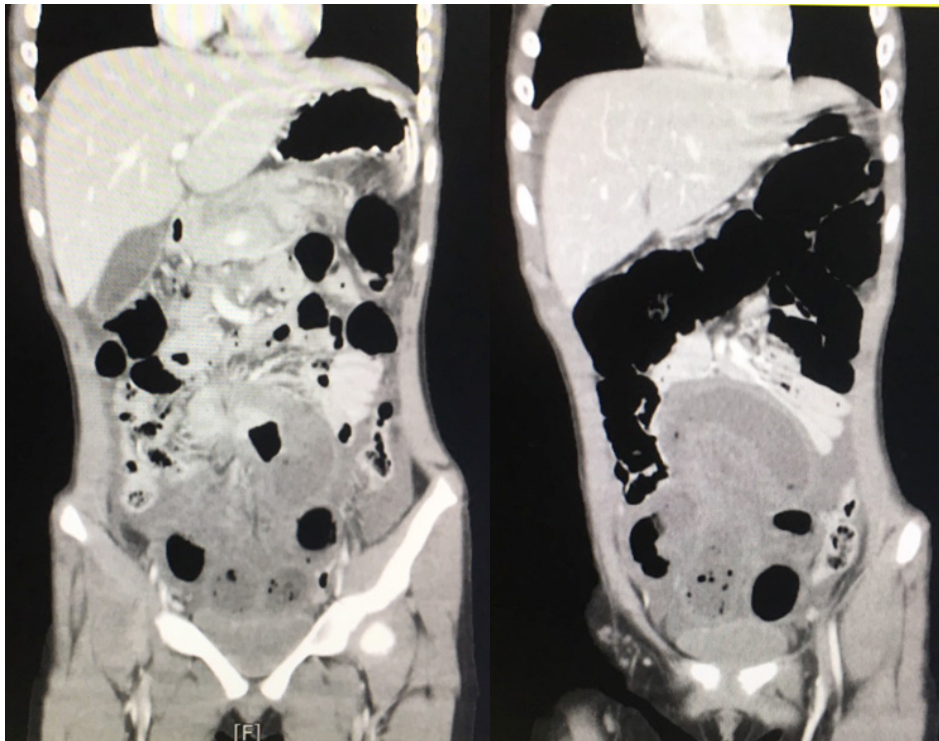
Coronal view of CT whole abdomen show incarcerated hernia with twisted mesentery at right lower abdomen with small bowel ischemia, moderate amount ascites
